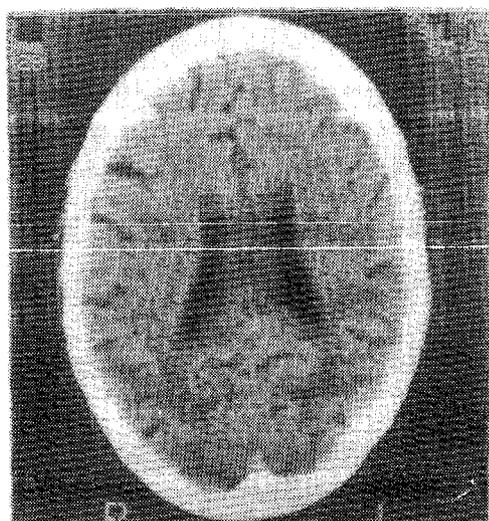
Tomografía axial computada de cráneo, atrofia cerebral difusa.
